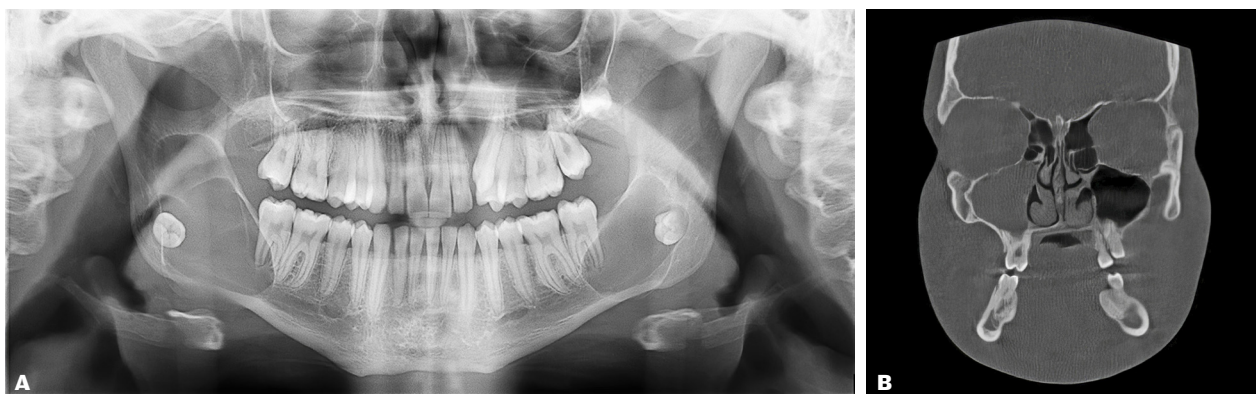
Panoramaoptagelse og CBCT viste en unicystisk radiolucet opløring omkring 8- svarende til højre ramus i underkæben og omkring -8 i corpusdelen af underkæben samt fuldstændig rumopfyldning i højre sinus maxillaris.
